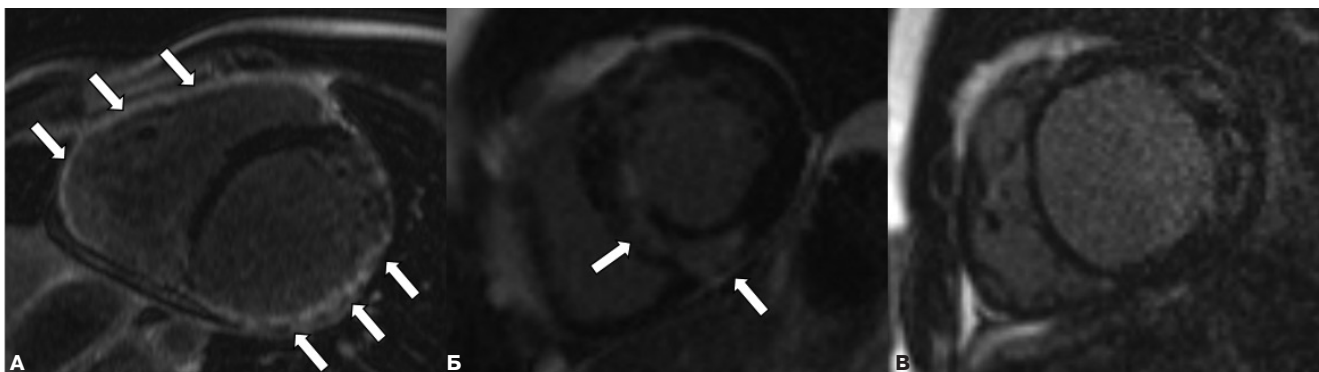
Миокардиальный фиброз различной степени выраженности у пациентов с некомпактным миокардом и сердечной недостаточностью. А — мужчина, 23 года, группа неответа; Б — женщина, 31 год, группа неответа; В — мужчина, 22 года, группа ответа. Стрелками указаны участки миокардиального фиброза. МРТ, режим отсроченного контрастирования; проекция по короткой оси желудочков на уровне базальных сегментов.
